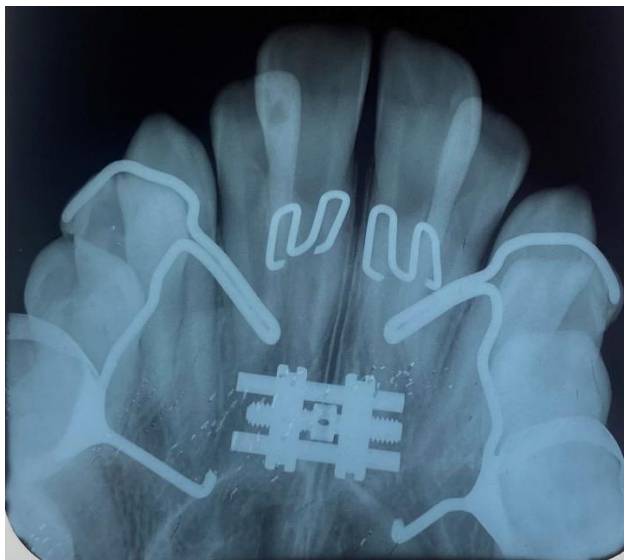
Radiografia oclusal com neoformação de osso na sutura palatina
